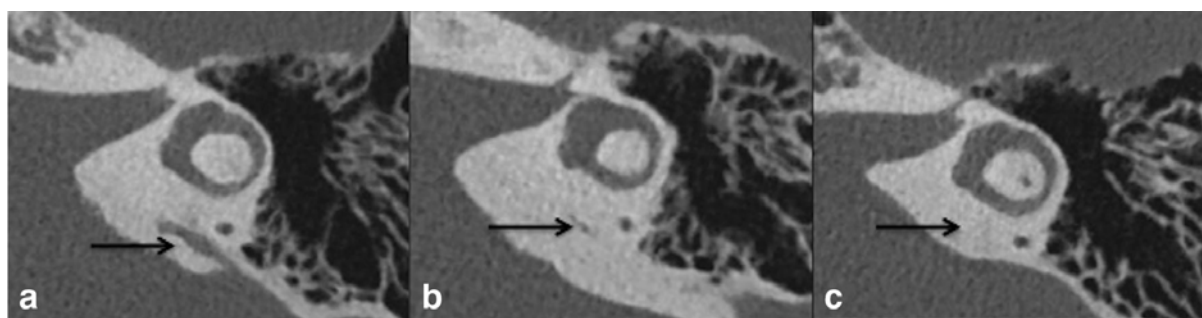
Gradation de l'AV sur TDM en coupes axiales de l'os temporal [22]
